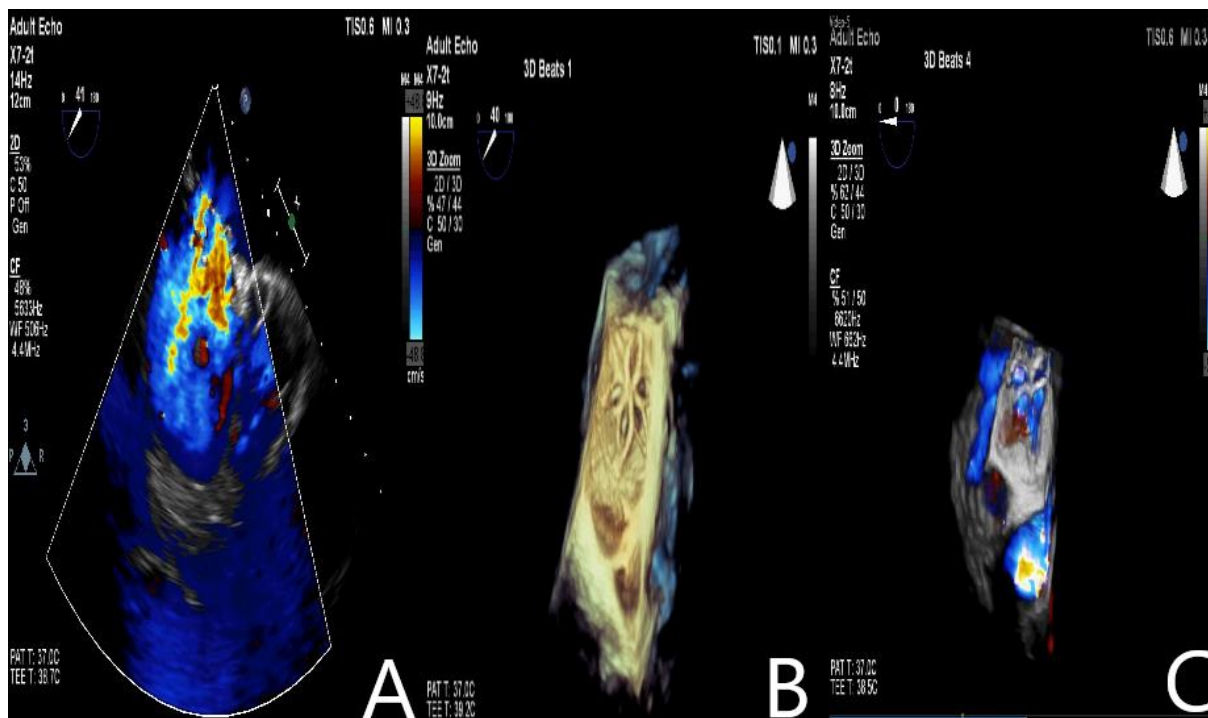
Two dimensional (2D) transesophageal echocardiography (TEE) demonstrated significant left to right shunt through the central portion of the prosthesis (1A). Three dimensional (3D) TEE showed a multiple perforations on PVA membrane with intact image of nitinol frame (1B) and 3D color doppler imaging showed significant shunt through the central portion of the device (1C).
